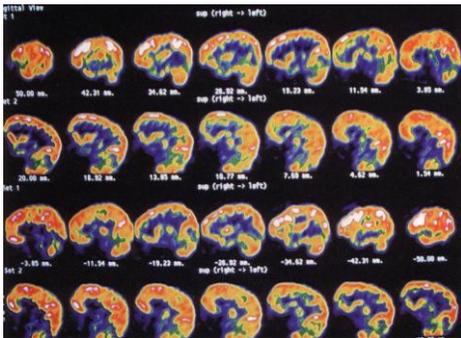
PET cerebral. Son cortes sagitales en un paciente con demencia multiinfarto.
